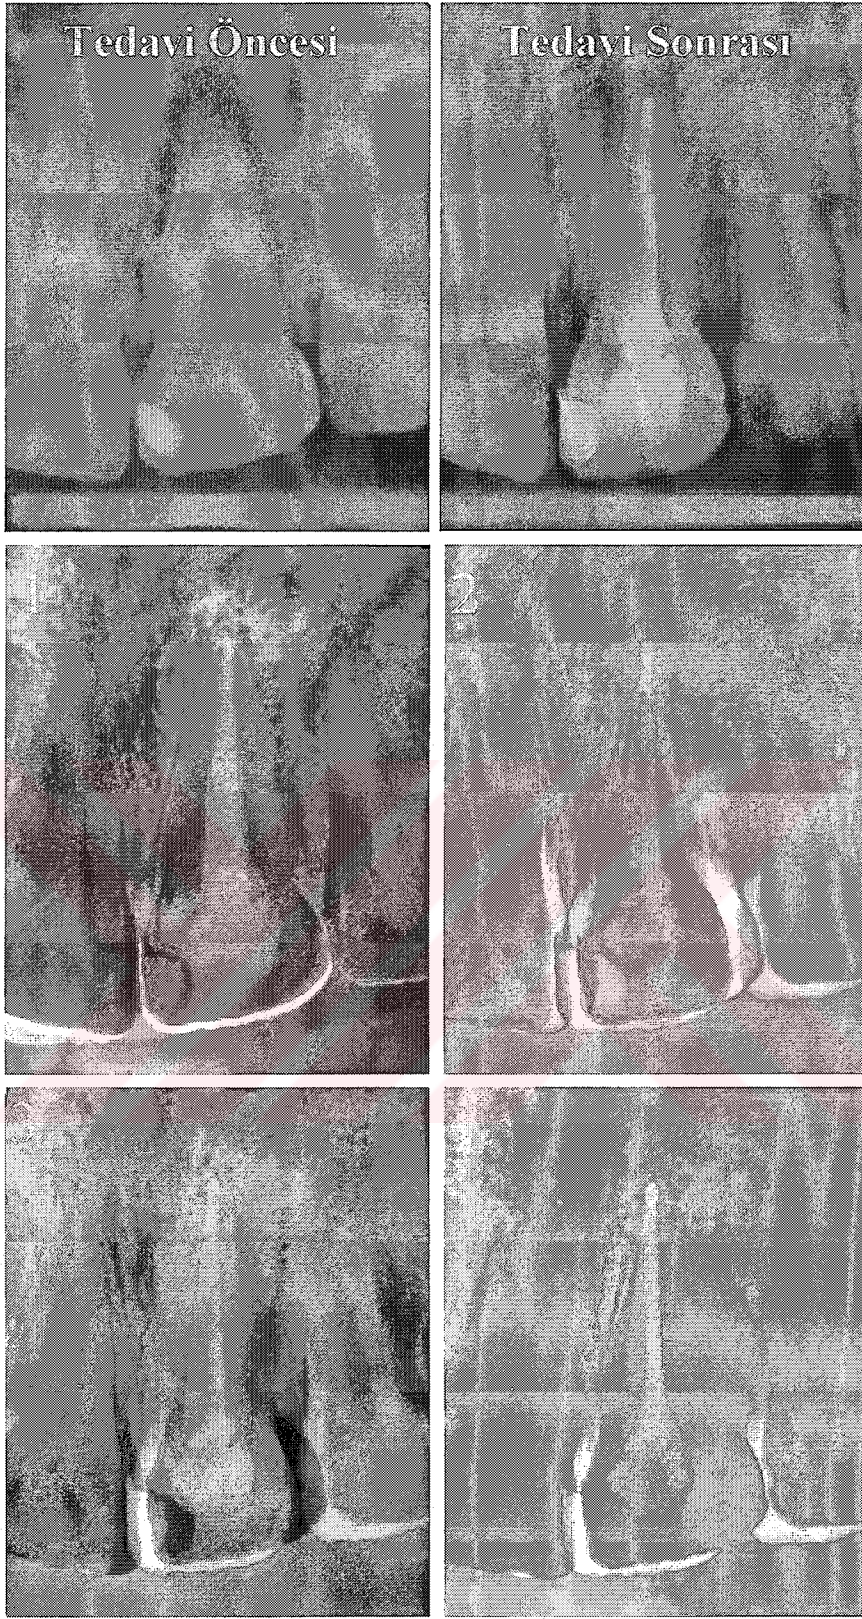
Tedavi öncesi ve sonrasında elde edilen röntgen filmleri ve 4 farklı bilgisayar programı kullanarak elde edilen fark görüntüleri (1: Emago, 2: Yeni yazılım, 3: Photoshop 8.0, 4: Paintshop Pro).
